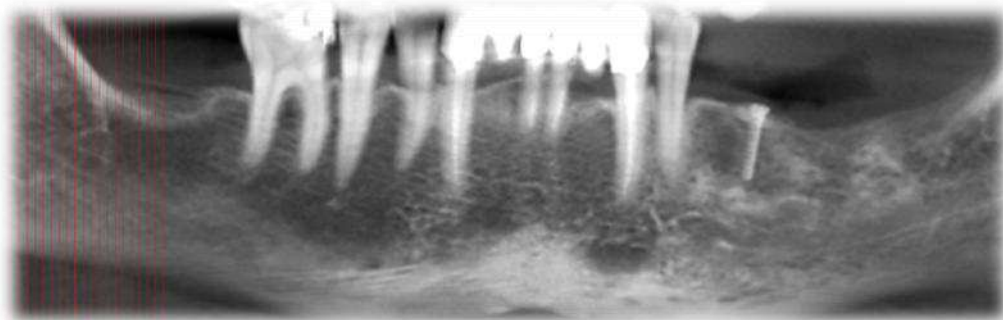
Radiographie panoramique post-opératoire. (CHU St ROCH, Nice)
